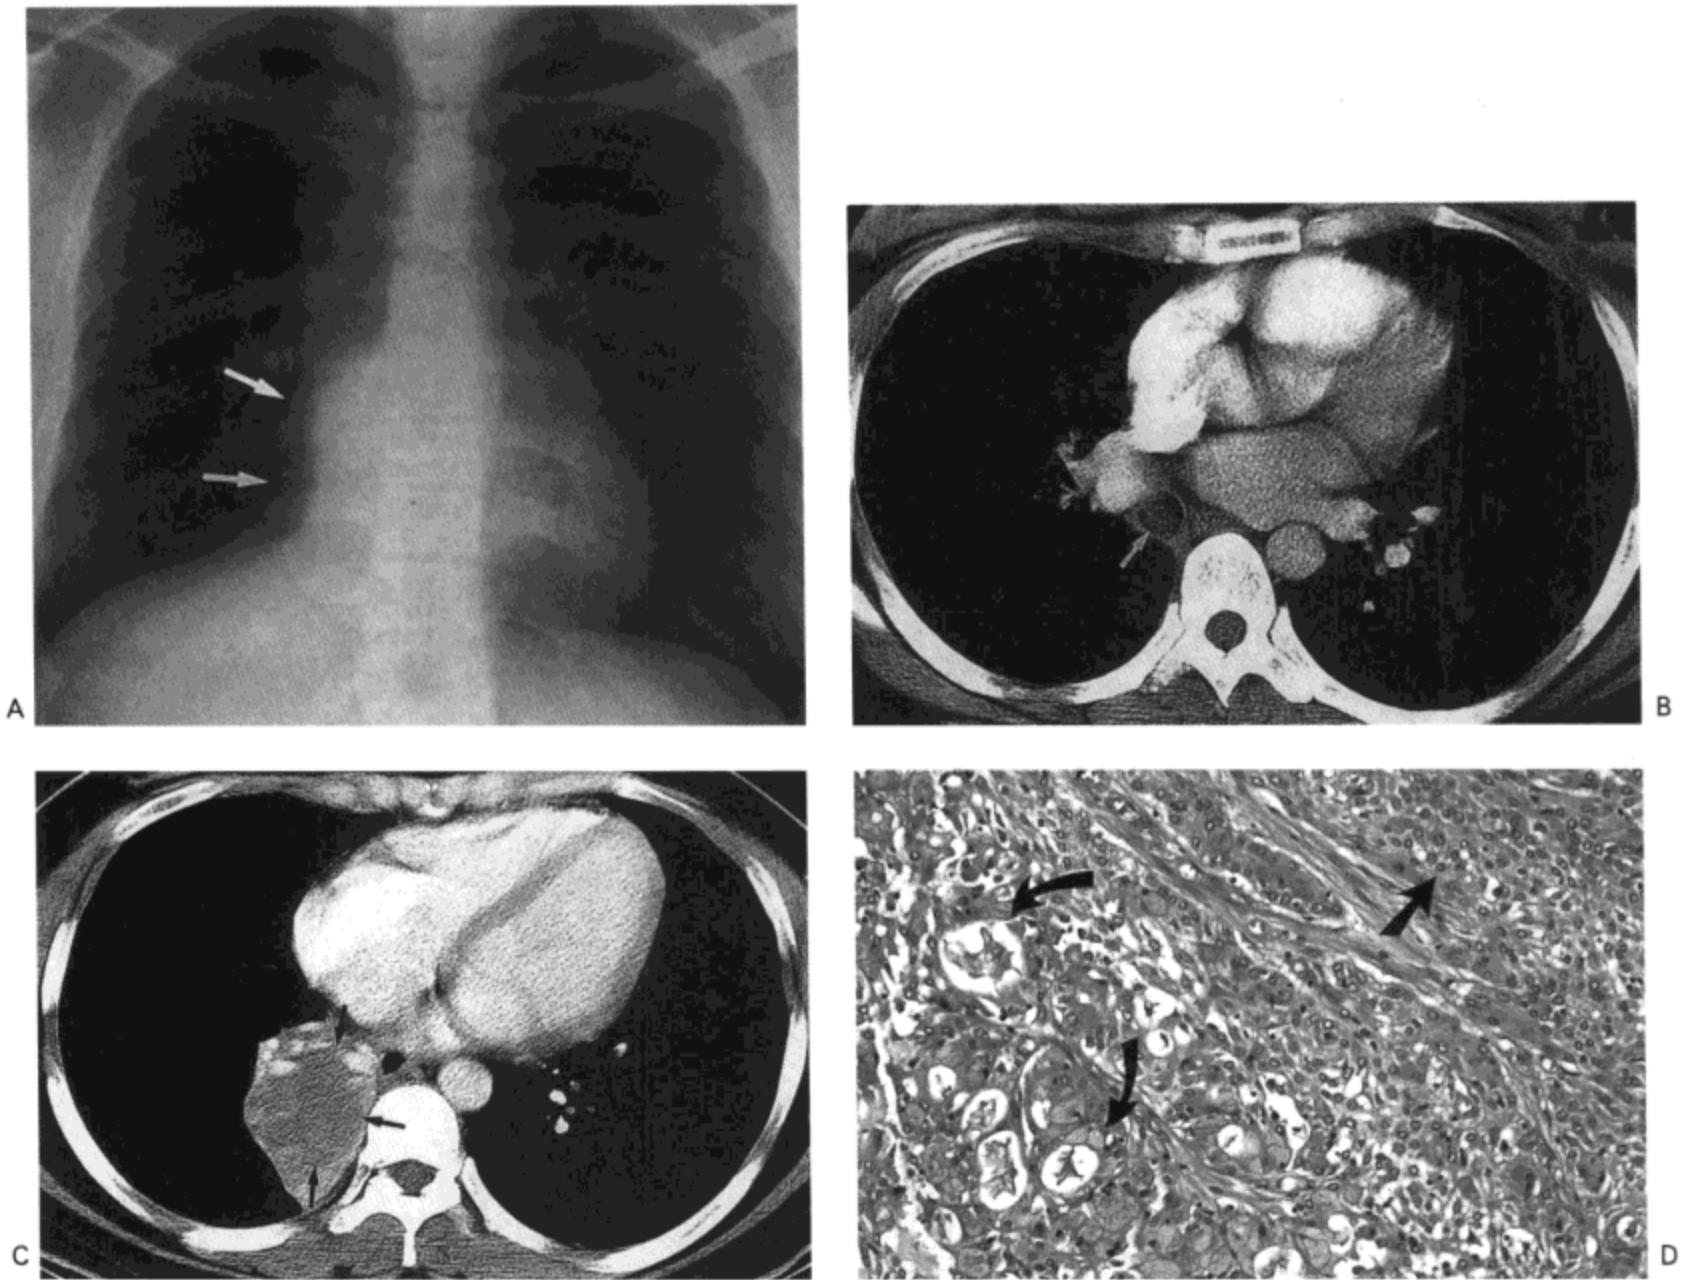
黏液上皮样癌，低恶性。A：X 线胸片示右肺下叶不张（箭号）。B：对比剂增强 CT 影像（7mm 层厚）示中间支气管内一腔内病灶（箭号）。C：距图 B 足侧 3.5cm 扫描示肿瘤（箭号）位于右肺下叶支气管内，及右肺下叶不张。D：切除的肿瘤光镜显微照片示腺样间隙内含黏液（弯箭号）与表皮细胞层（直箭号）混合。病人女，26 岁。
